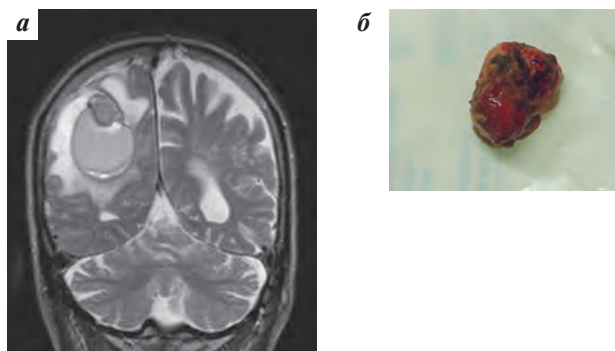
Метастаз меланомы в теменной доле с внеопухолевым кровоизлиянием: а – МРТ головного мозга во фронтальной плоскости в режиме T2: солитарный метастаз; б – макроскопический вид метастаза после раздельного удаления опухоли и прилегающей хронической гематомы
